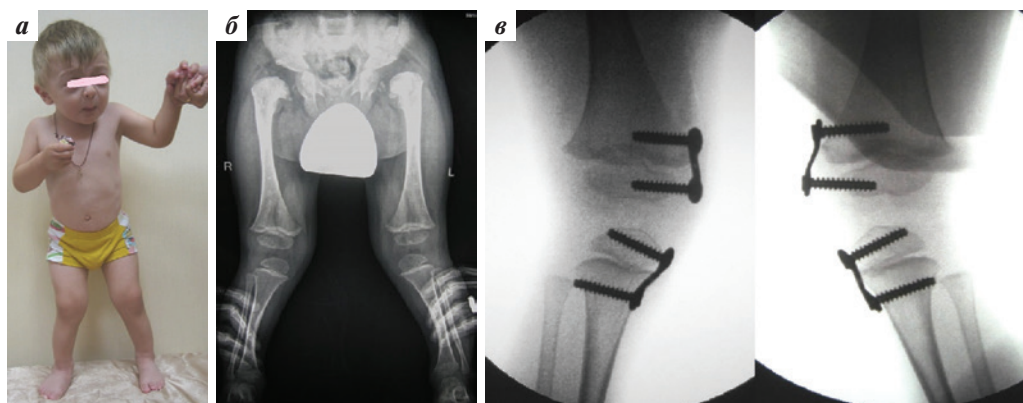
Пациент 3, 2 лет: а – внешние проявления (низкопосаженные уши, блефарофимоз, «страдальческое» выражение лица, скошенный подбородок с морщинами вокруг рта, вальгусная деформация нижних конечностей); б – рентгенограмма нижних конечностей до лечения – вальгусная деформация с двух сторон; в – рентгенограмма коленных суставов непосредственно после проведенного хирургического лечения: установлены пластины для временного гемиепифизедеза
